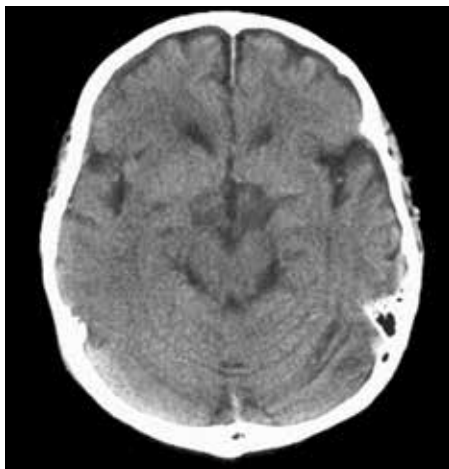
Компьютерная томограмма головного мозга. Симптом «точки» — паттерн окклюзии дистальных ветвей средней мозговой артерии
